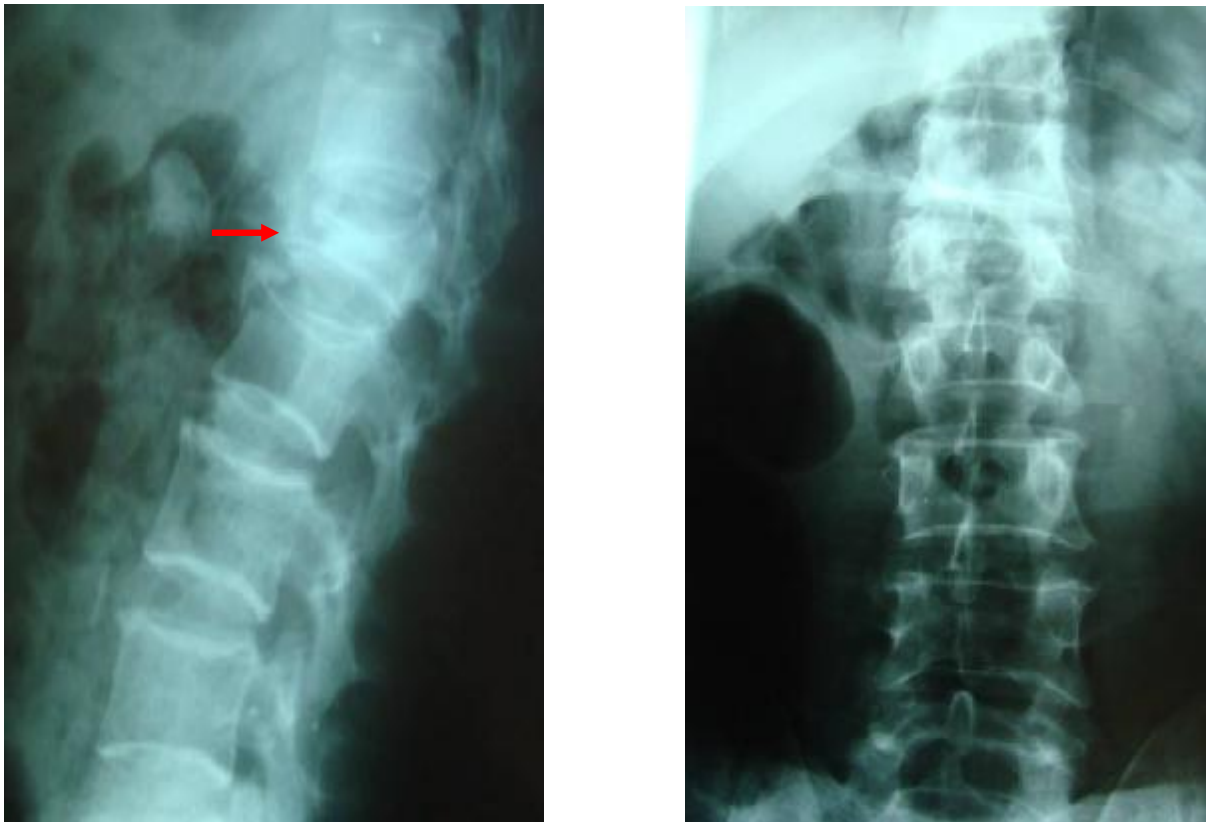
radiographie du rachis de face et de profil montrant une fracture tassement de D12
